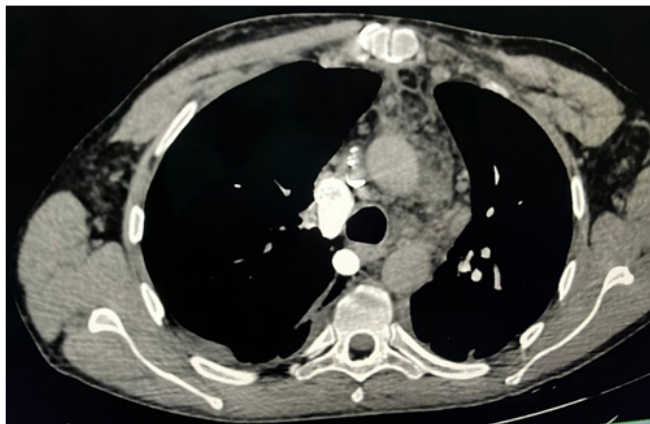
Картина КТ ОГК пациента от 10.11.2022.
